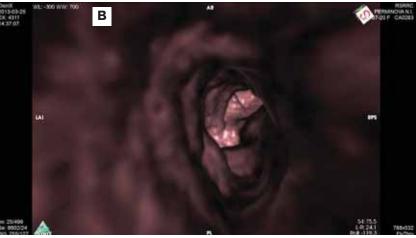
Рак правого легкого (МСКТ ВБС): A — (фронтальный срез) опухоль верхней доли правого легкого, полость распада сообщается с верхнедолевым бронхом, возможно распространение опухоли на главный бронх; В — вид из трахеи (ВБС): бугристые опухолевые массы из правого главного бронха инфильтрирует карину, дистальную часть трахеи
